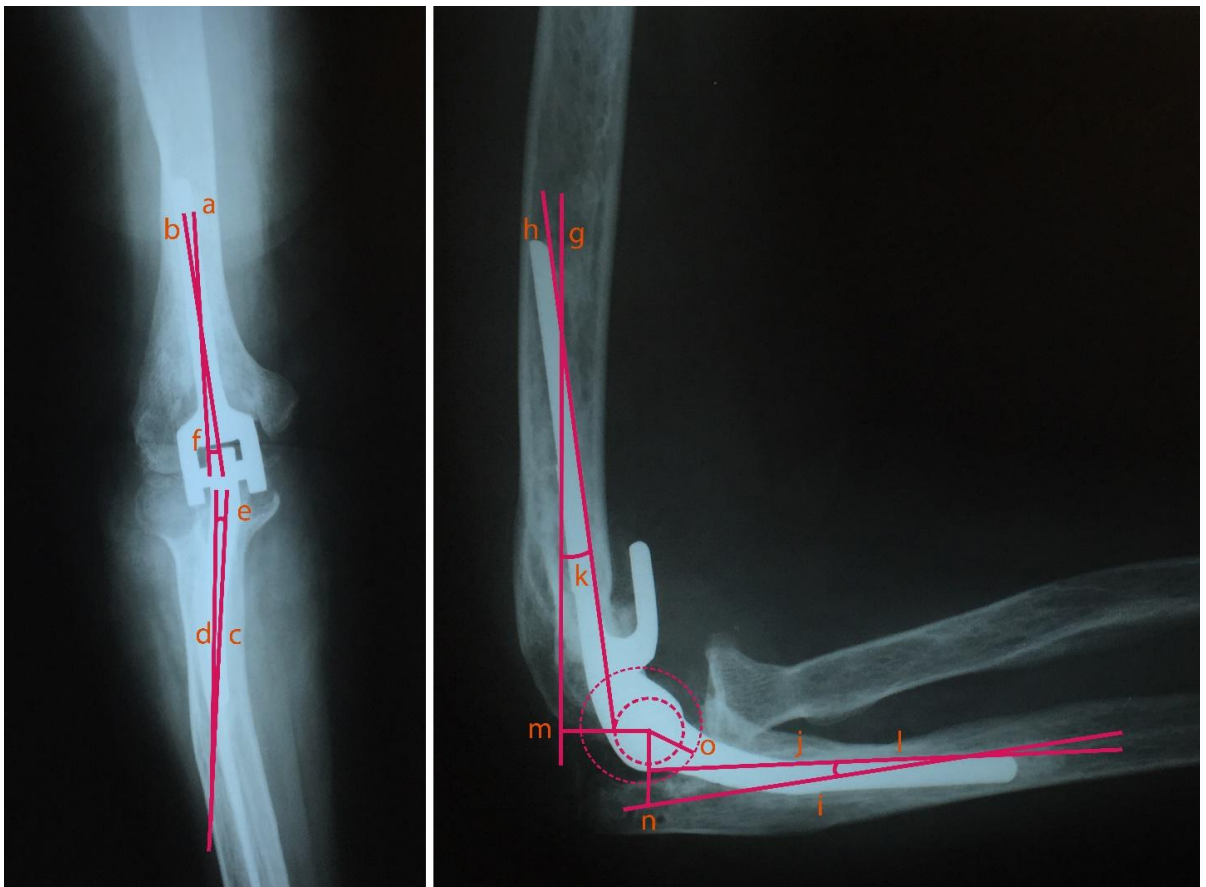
Рентгенологические критерии качества выполненного тотального эндопротезирования локтевого сустава: a,g – среднедиафизарная линия дистального вала плечевой кости; b, h – ось плечевого компонента; c, i – среднедиафизарная линия проксимального вала локтевой кости; d, j – ось локтевого компонента; e – угол вальгусного отклонения локтевого компонента; f – угол вальгусного отклонения плечевого компонента; k – версия плечевого компонента; l – версия локтевого компонента; m – передний офсет плечевого компонента; n – передний офсет локтевого компонента; o – высота посадки локтевого компонента
